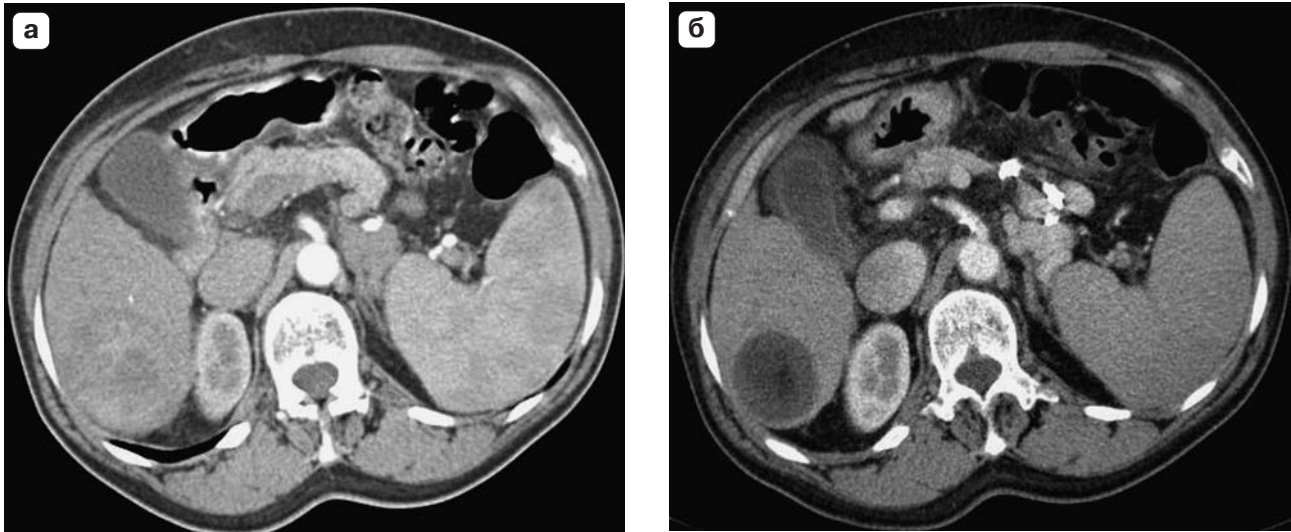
Компьютерная томограмма. ГЦР. а – неомогенное контрастирование опухоли правой доли печени; б – некроз опухоли после суперселективной химиоэмболизации, опухоль не контрастируется.
